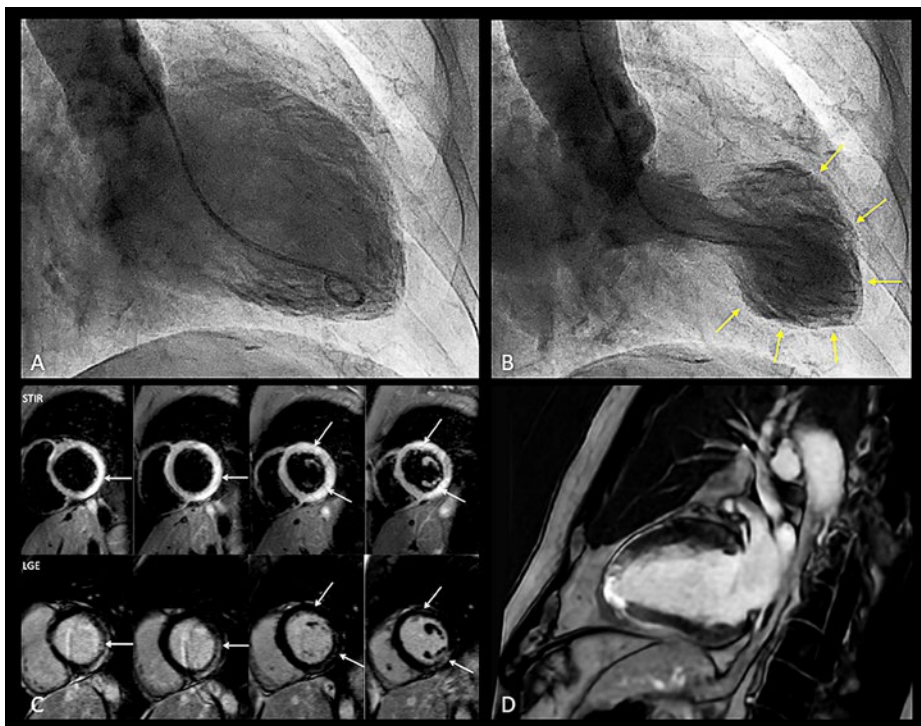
A et B) Ventriculographie invasive avec évidence d'un «apical ballooning» systolique (flèche jaune) en cas de syndrome de Takotsubo classique. C) Imagerie par résonance magnétique (IRM), coupe en court axe d'une myocardite aiguë dans les segments myocardiques latéraux (flèche blanche) en présence d'une évidence d'œdème sur les images pondérées en T2 (séquence Short-Tau-Inversion-Recovery [STIR]) ainsi que «late gadolinium enhancement» (LGE) «midwall» et sous-épicaire d'origine non ischémique sur les images pondérées en T1 (séquence Phase-Sensitive-Inversion-Recovery [PSIR]). D) IRM coupe deux cavités avec LGE transmurale d'origine ischémique dans les segments myocardiques apicaux en présence d'infarctus du myocarde.
